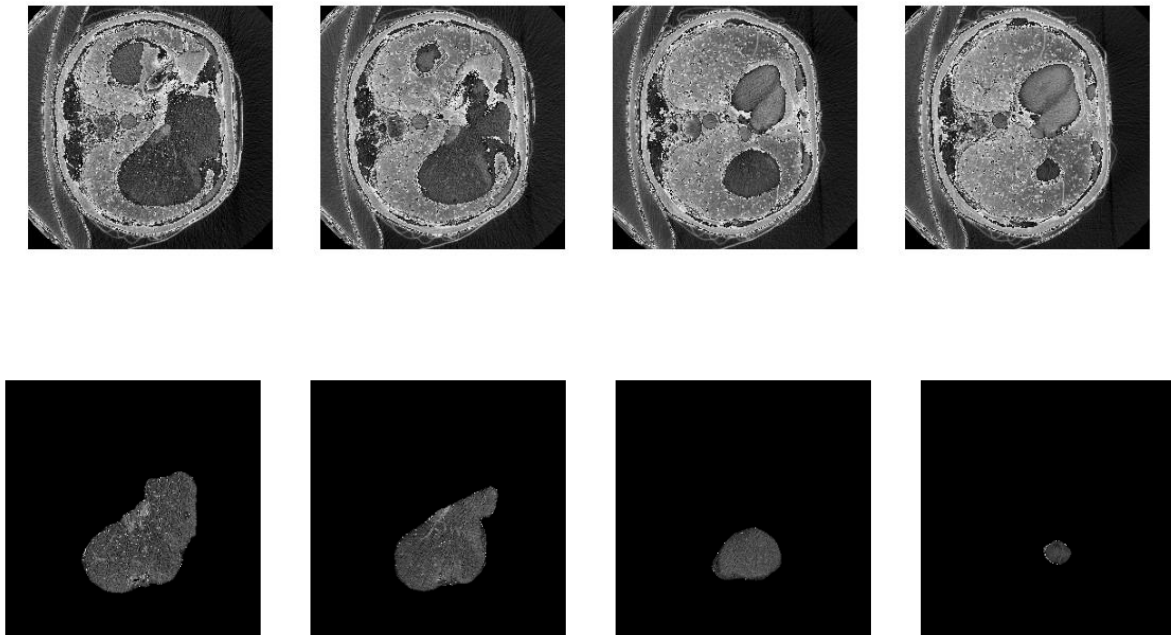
20 Résultats de segmentation (partie test) des images CT abdominales (les dernières coupes du volume hépatique et ajustement optimal des hyper paramètres).
